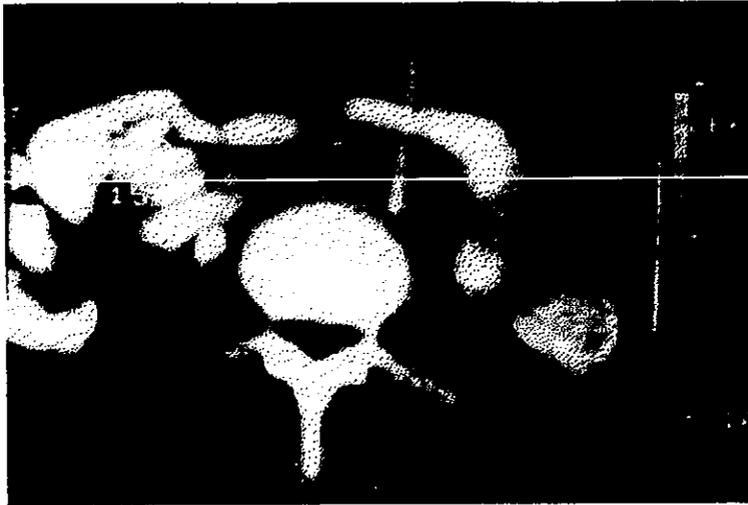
Biopsia por aspiración de un ganglio paraaórtico, guiado por TAC se observa el curso de la aguja de Chiba (calibre 22) a través de una asa intestinal. El ganglio se encuentra localizado adyacente a la aorta. El diagnóstico morfológico fue metástasis de adenocarcinoma.³
